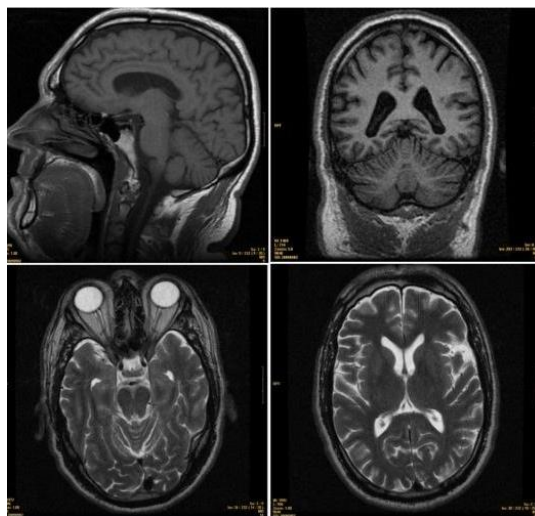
RM de Cerebro en Distintos Planos.
